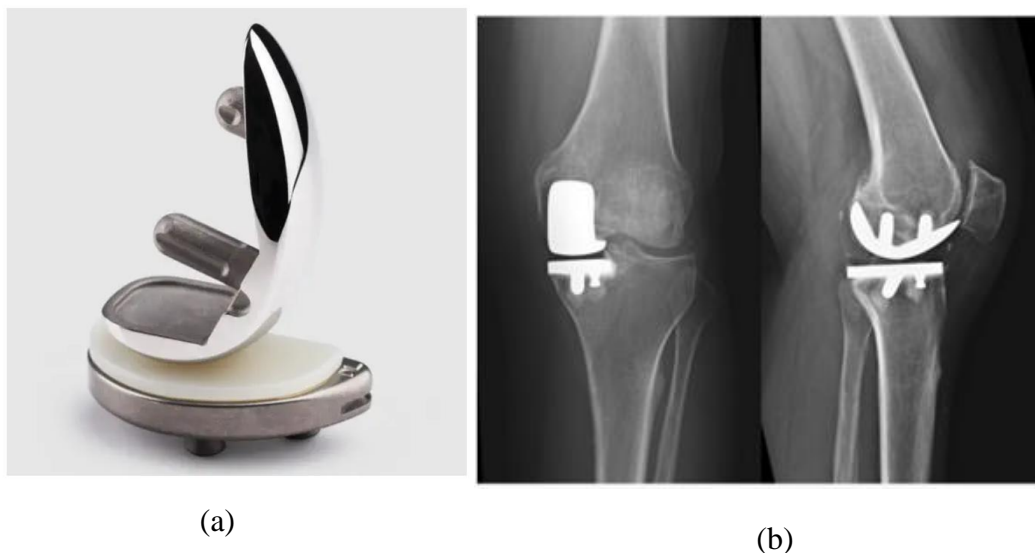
Prótese parcial de joelho, Zimmer Biomet a), radiografia pós-operatória da artroplastia parcial de joelho b).
